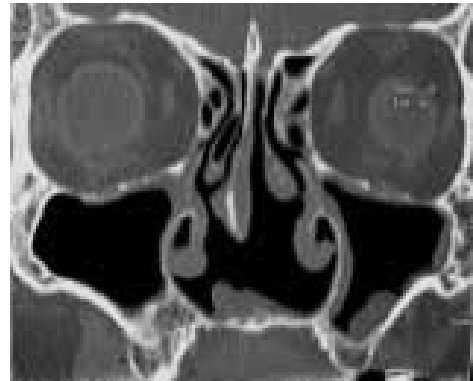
Control postquirúrgico. Tomografía de senos paranasales, fase simple, corte coronal. Septectomía, sin evidencia de lesiones.
